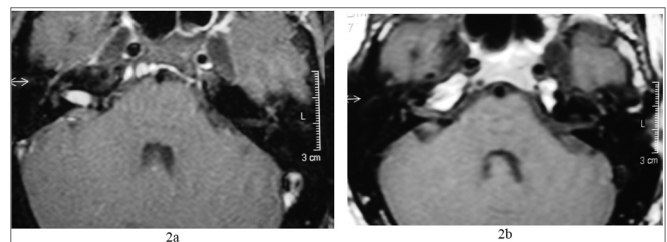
2a) RM com gadolínio ao diagnóstico; 2b) após 4 anos, notar involução tumoral.
